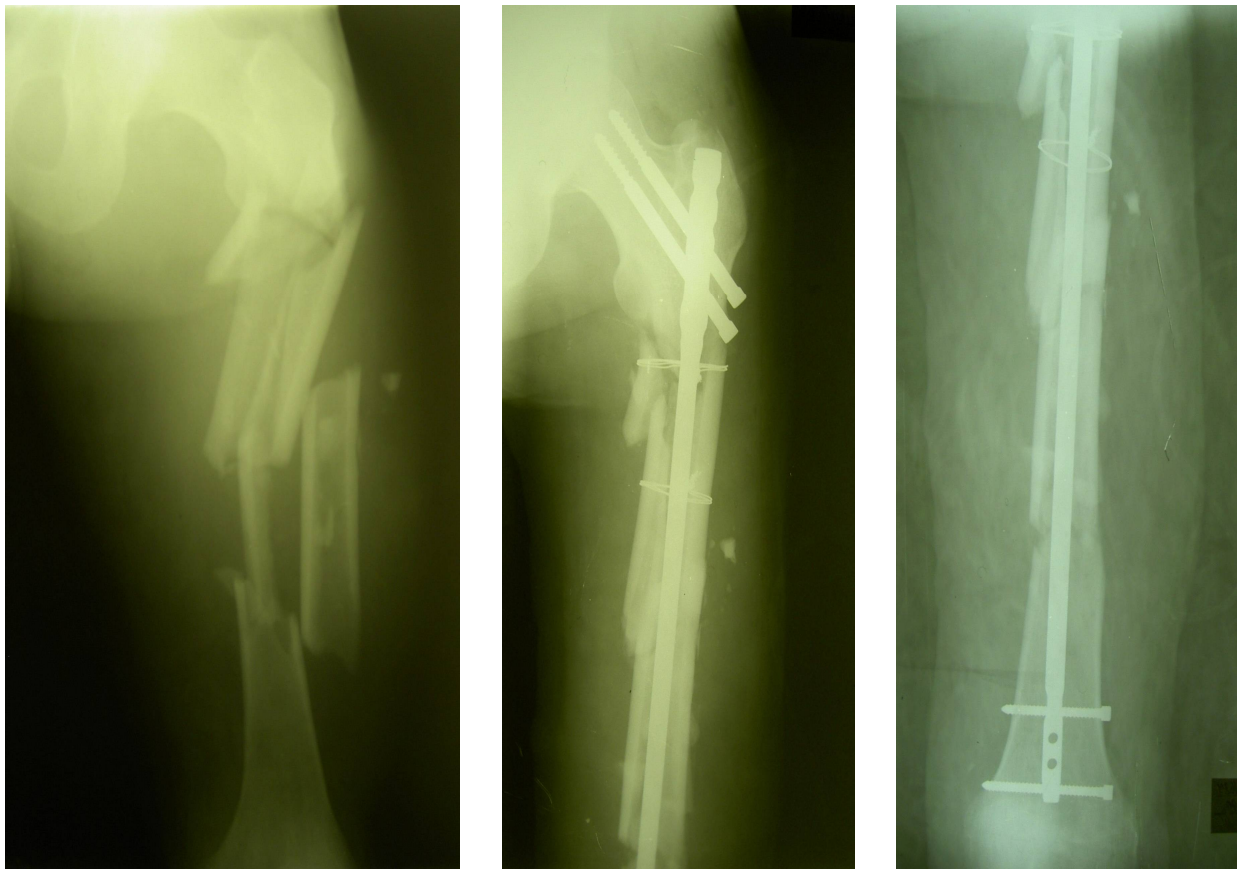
Фотовідбитки рентгенограм. Закритий багатоуламковий перелом стегнової кістки типу С3 до та після оперативного втручання.
